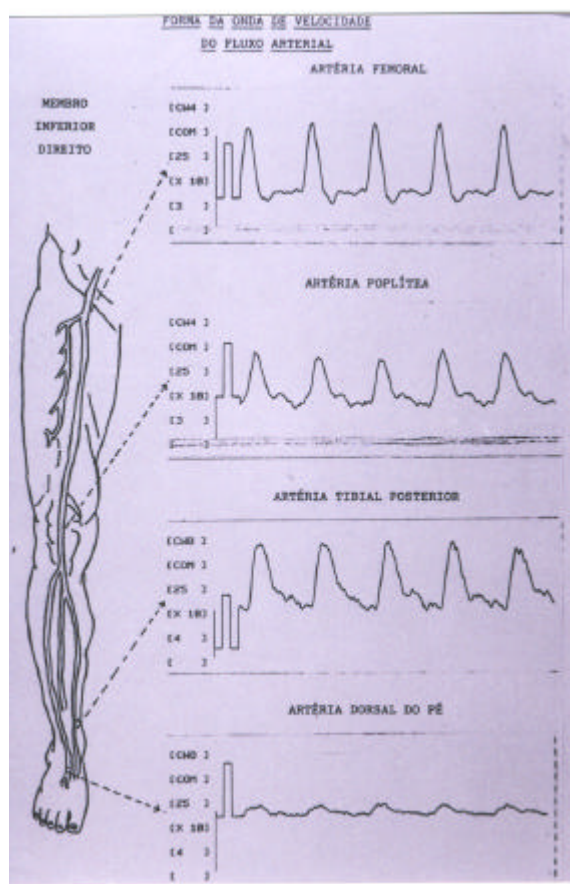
Traçados das formas das ondas de velocidade do fluxo arterial obtidos com o doppler de onda contínua, bidirecional, em artérias do membro inferior direito. a) Artéria femoral comum com morfologia de onda trifásica, acentuado ângulo de subida e descida, segunda fase negativa e terceira fase novamente positiva. b) Artéria poplítea com discretas alterações de forma, com fase negativa retardada na diástole. c) Artéria tibial posterior com fluxo diastólico muito afastado da linha de base indicando baixa resistência ao fluxo arterial. d) Artéria dorsal do pé com onda monofásica, traçado achatado, amplitude baixa e pico arredondado.
